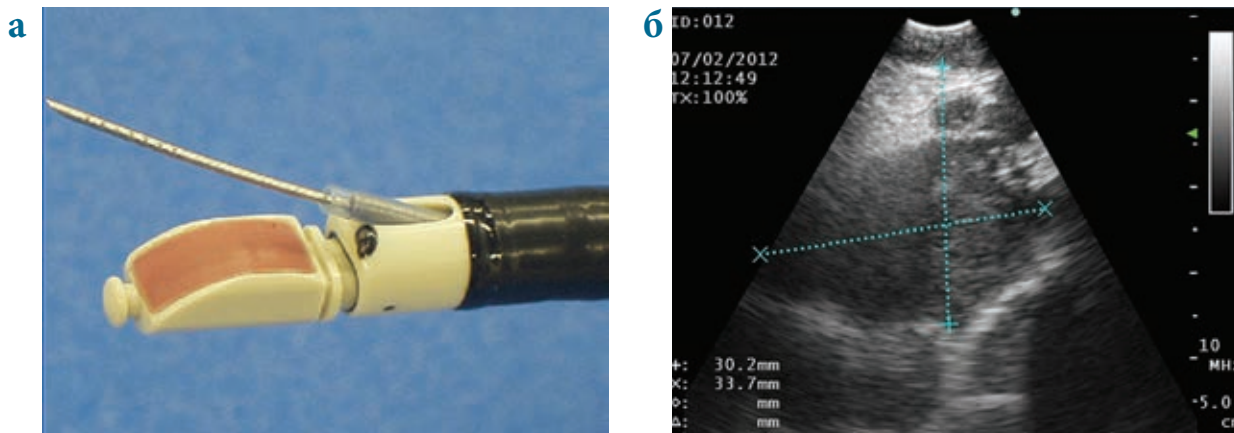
ЭндоУЗИ сканирование лимфатических узлов с помощью конвексного УЗИ-бронхоскопа:
